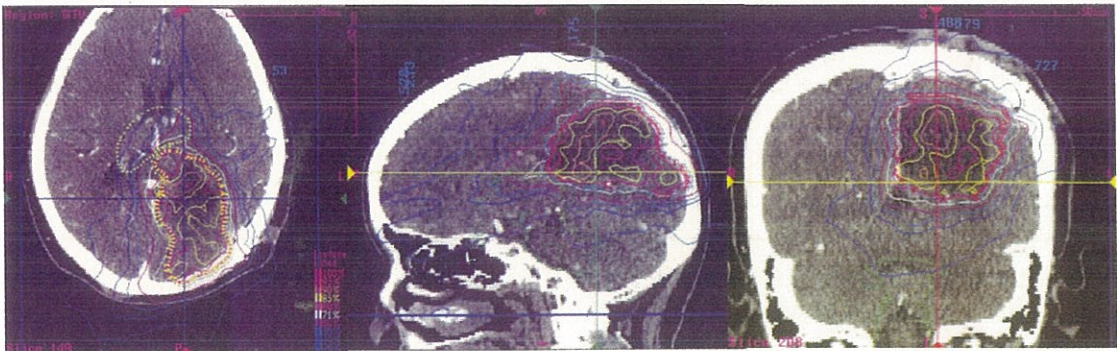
サイバーナイフ治療計画線量分布: 術後PET所見を考慮したサイバーナイフ治療が行われている
